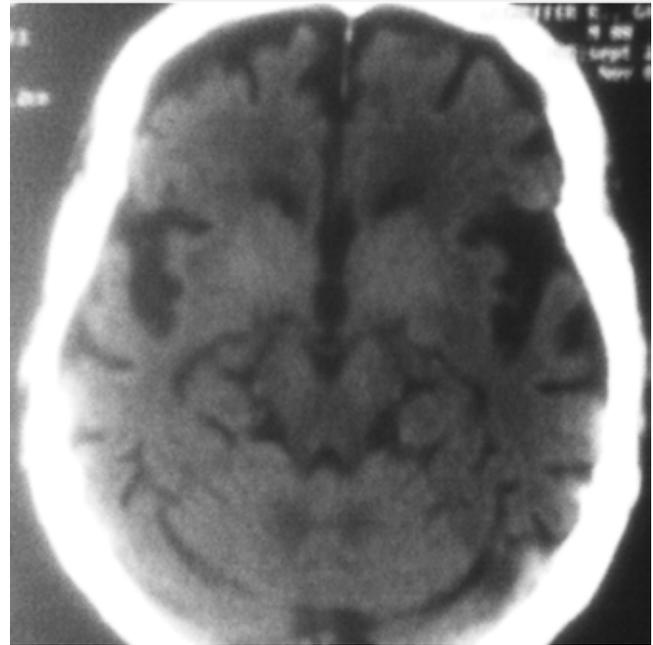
TAC que da cuenta de una significativa atrofia cerebral en una paciente con la enfermedad de Alzheimer.
